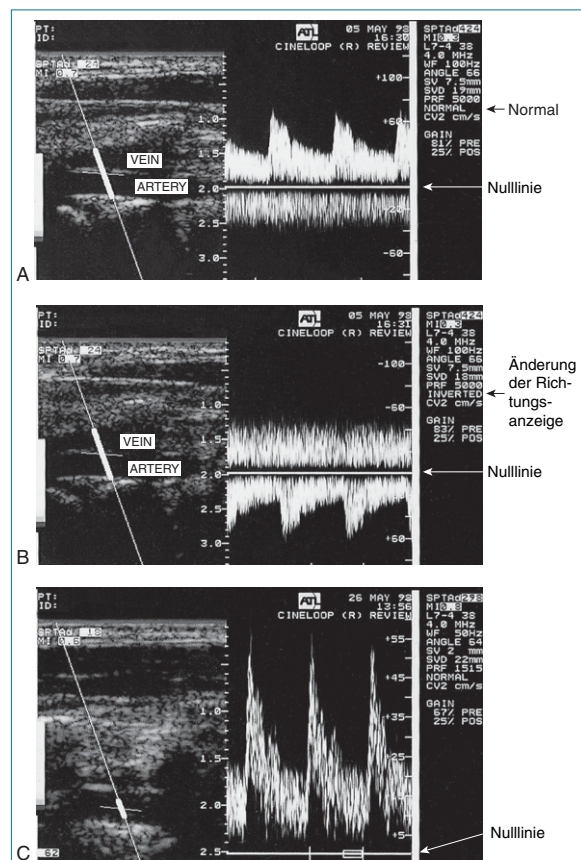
Durch Verwendung einer Basis- oder Nulllinie können sowohl Vorwärts- als auch Rückwärtsflüsse im selben Spektrum dargestellt werden (A). Bei Bedarf kann die Richtungsanzeige geändert werden (B). Ferner lässt sich die Nulllinie verschieben, um die Ablesegenauigkeit zu maximieren (C). Häufig werden die Werte für die Sende- und die Dopplerfrequenzen auf dem Monitor angezeigt.
